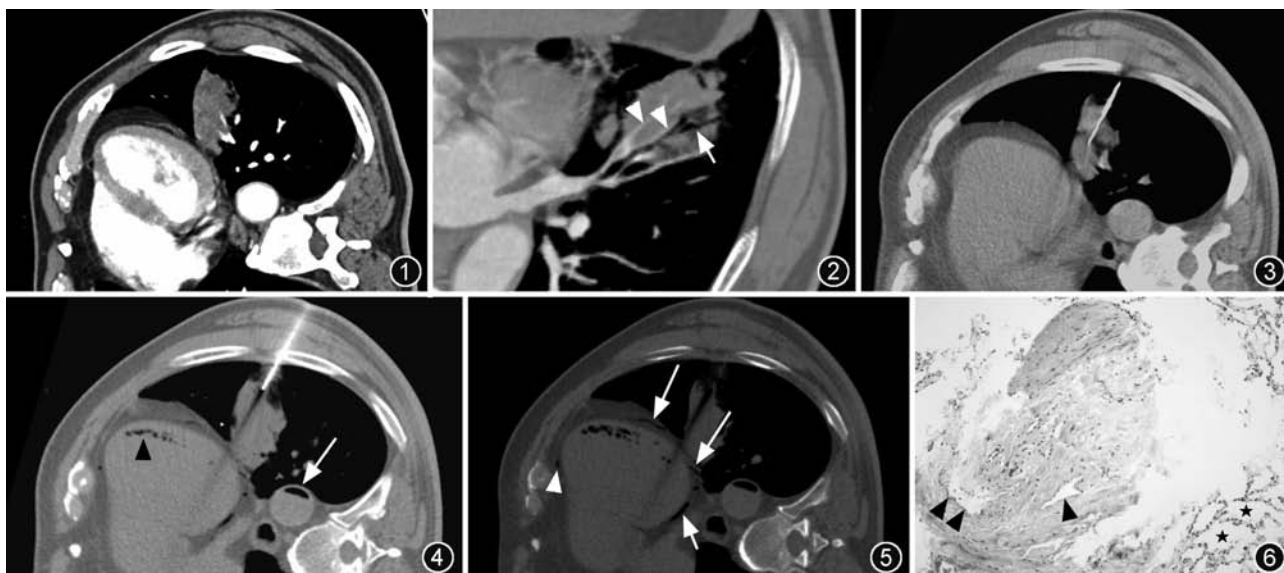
术前增强 CT (MIP, 右旋转 90°): 左肺下叶前基底段病变, 前方为左侧斜裂胸膜 图 2 术前增强 CT (MPR): 病变内见轻度扩张支气管(箭)及邻近走行僵直的肺静脉分支(箭头) 图 3 首次穿刺置入活检针后: 针槽位于病灶内 图 4 第 2 次穿刺后: 针尖位于病灶外缘, 左心室(黑箭头)、冠状动脉、降主动脉(白箭)内见多发气体密度影 图 5 第 2 次穿刺后 (MinIP) 与图 1 对照分析, 示含气冠状动脉为左冠状动脉前降支(箭头)、回旋支(短箭)、钝圆支(长箭) 图 6 镜下见部分肺泡扩张(★)伴间质纤维结缔组织增生、慢性炎细胞浸润, 可见肺静脉管壁结构(箭头)(HE ×200)
